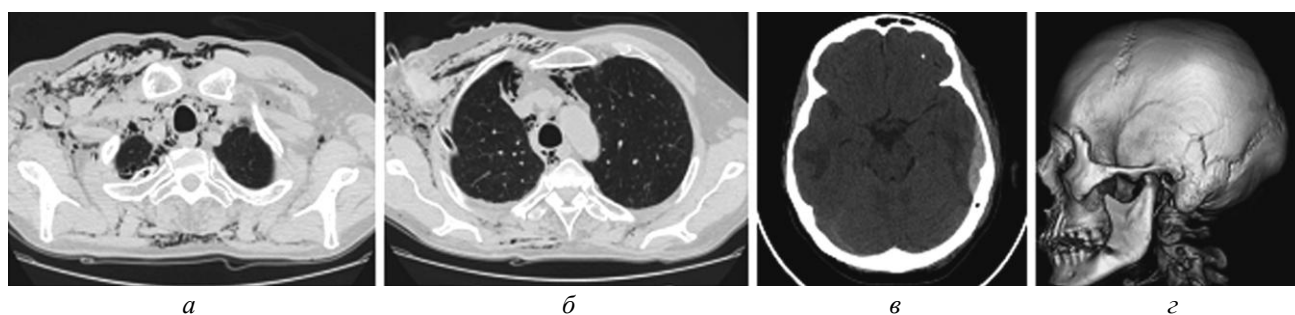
МСКТ. Сочетанная КТТ. Перелом ребер справа, подкожная эмфизема мягких тканей груди, пневмомедиастинум, ушиб правого легкого, ограниченный пневмоторакс справа (а, б). Линейный перелом левой височной кости с распространением через шов на теменную кость. Ушиб головного мозга, острая эпидуральная гематома височной области слева (в, г)
